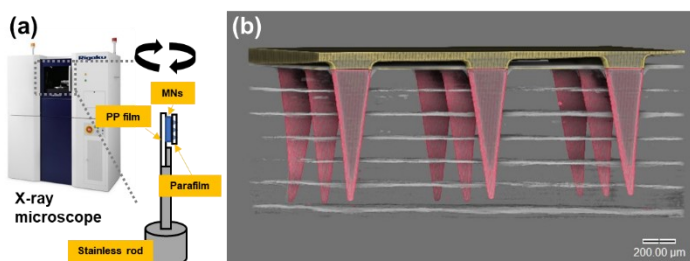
マイクロ X 線 CT を用いた穿刺状態イメージング
